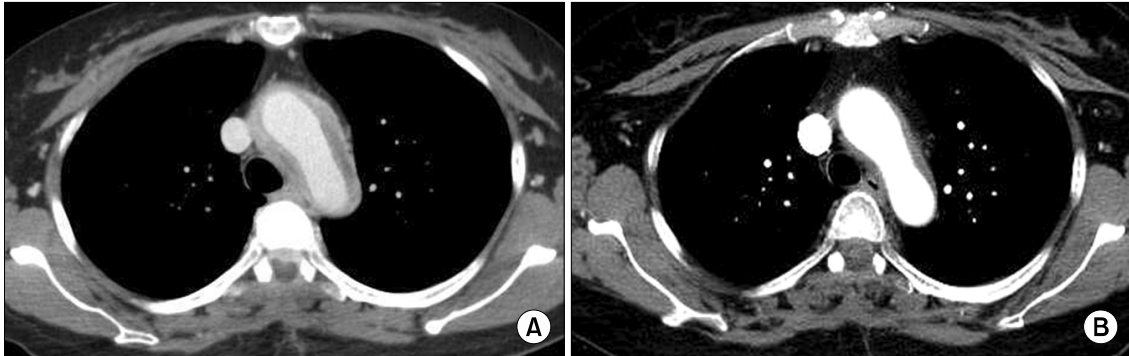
A chest computed tomography scan showed localized wall enhancement with peripheral onion-shaped density at the aortic arch level (A). This abnormally enhanced lesion was much improved after 9 months of immunosuppressive treatment (B).
